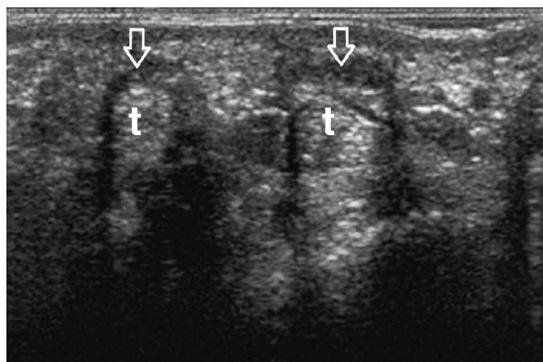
Immagini ecografiche che evidenziano noduli ipoecogeni (freccie) localizzati nella topografi a della fascia palmare in contatto con i tendini flessori superficiali (t).
